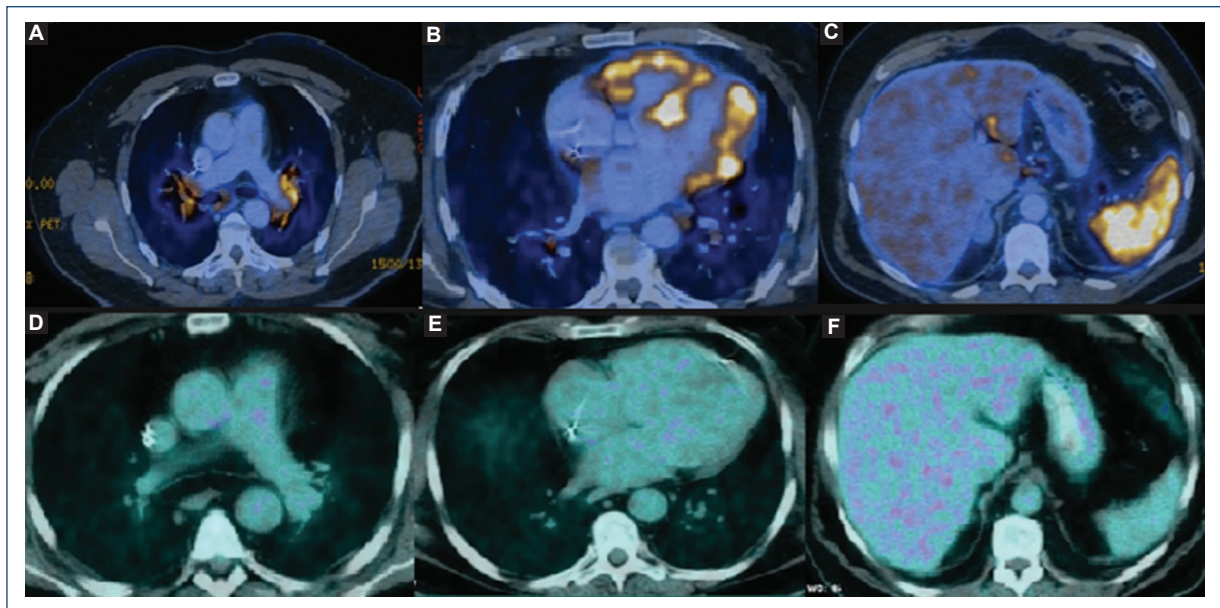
Tomografía por emisión de positrones con fluorodesoxiglucosa. En A, B y C se observa la captación del radiotrazador en las adenopatías peritraqueales y subdiafragmáticas, el miocardio de ambos ventrículos y a nivel hepático en forma heterogénea y esplénico, respectivamente. En D, E y F se muestran las imágenes comparativas a 6 meses de tratamiento, en las que ya no se observa captación del radiotrazador.
